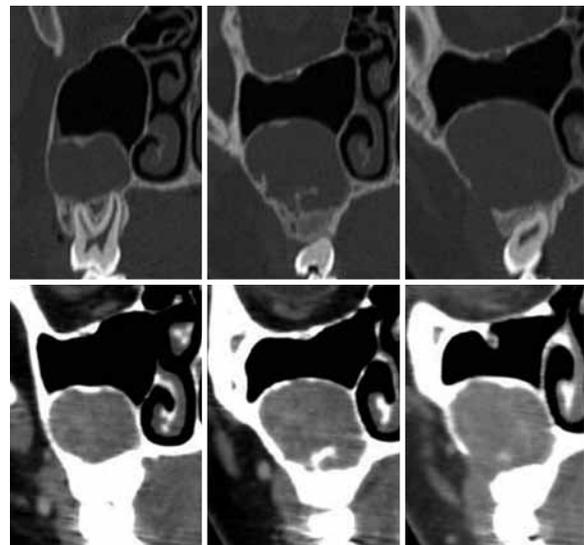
Arriba reconstrucciones coronales de TC con ventana ósea, abajo imágenes post-contraste.
